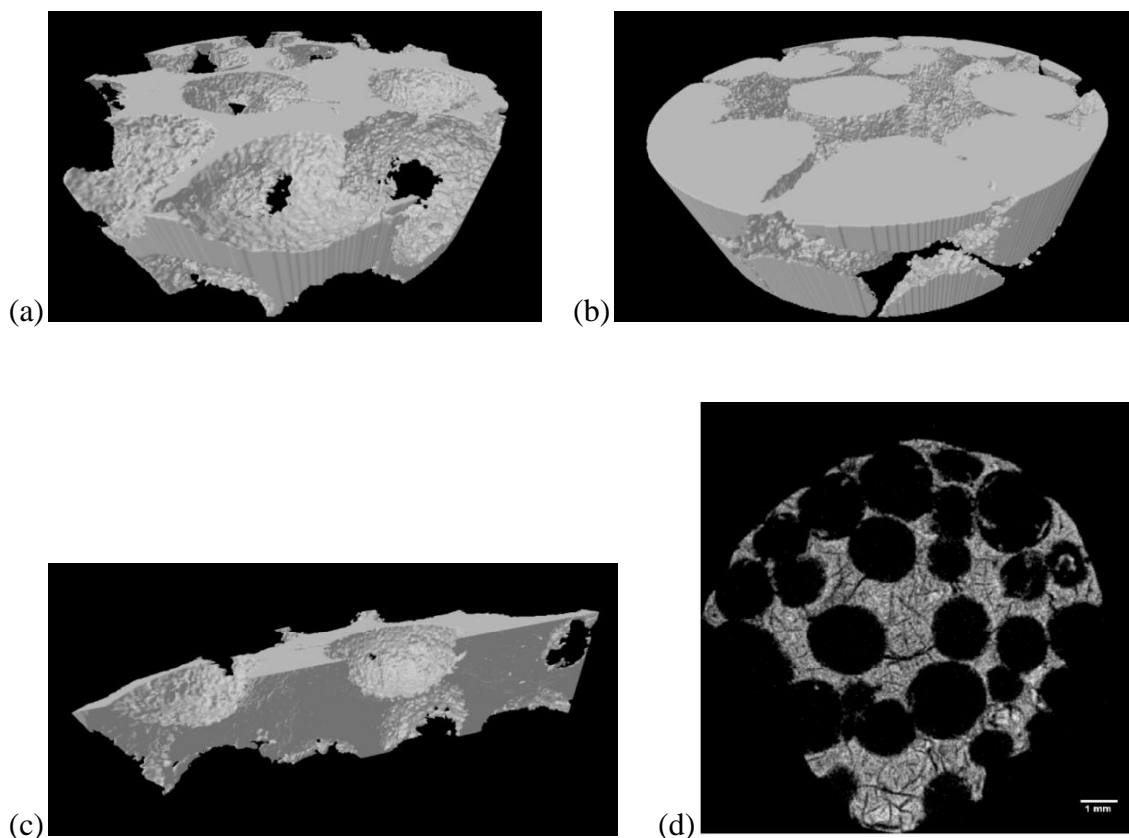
μ CT do VBP2 700⁰C: (a) *scaffold* em 3D, (b) estrutura de poros em 3D, (c) estrutura interna em 3D, (d) corte 2D.
